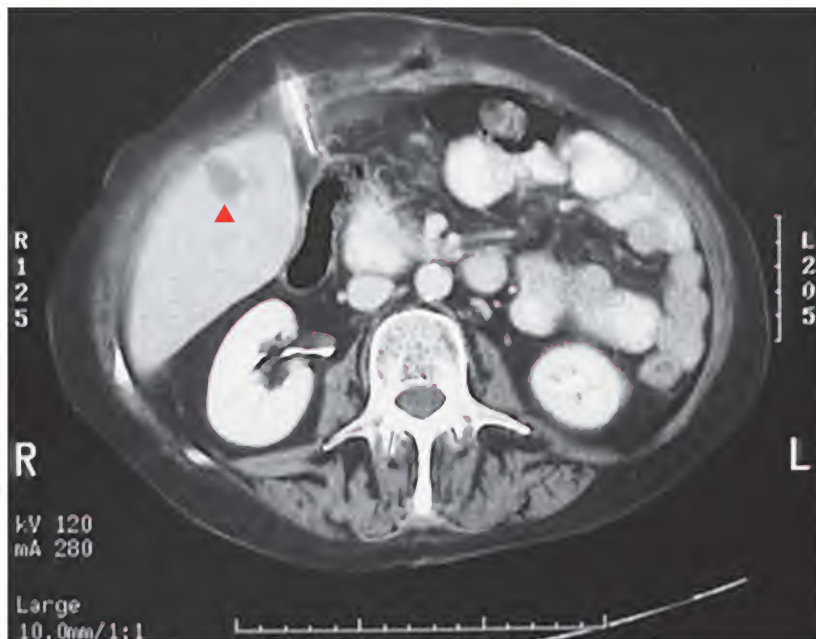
Hemangioma, tomografía computarizada
